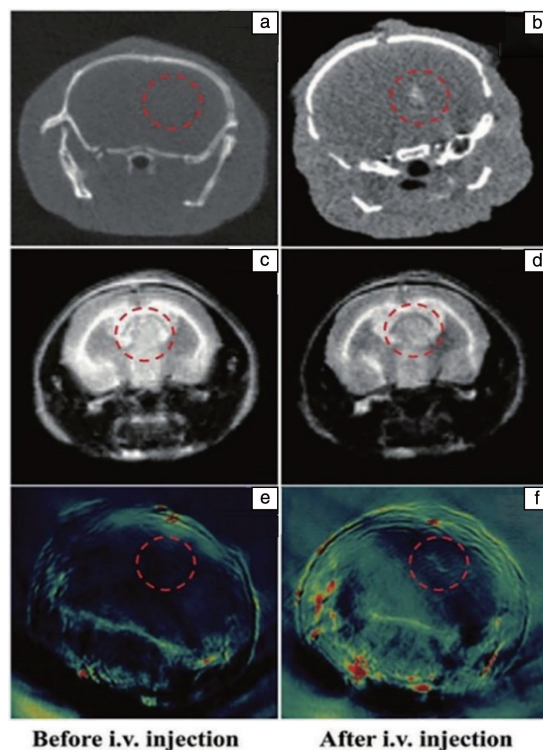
静脉注射 Au@ MIL-88(Fe) 前和注射 12 h 后 U87 MG-原位荷瘤小鼠体内的 CT 图像(a, b)、 $T_2$  加权图像(c, d)、PAI 图像(e, f)<sup>[41]</sup>
